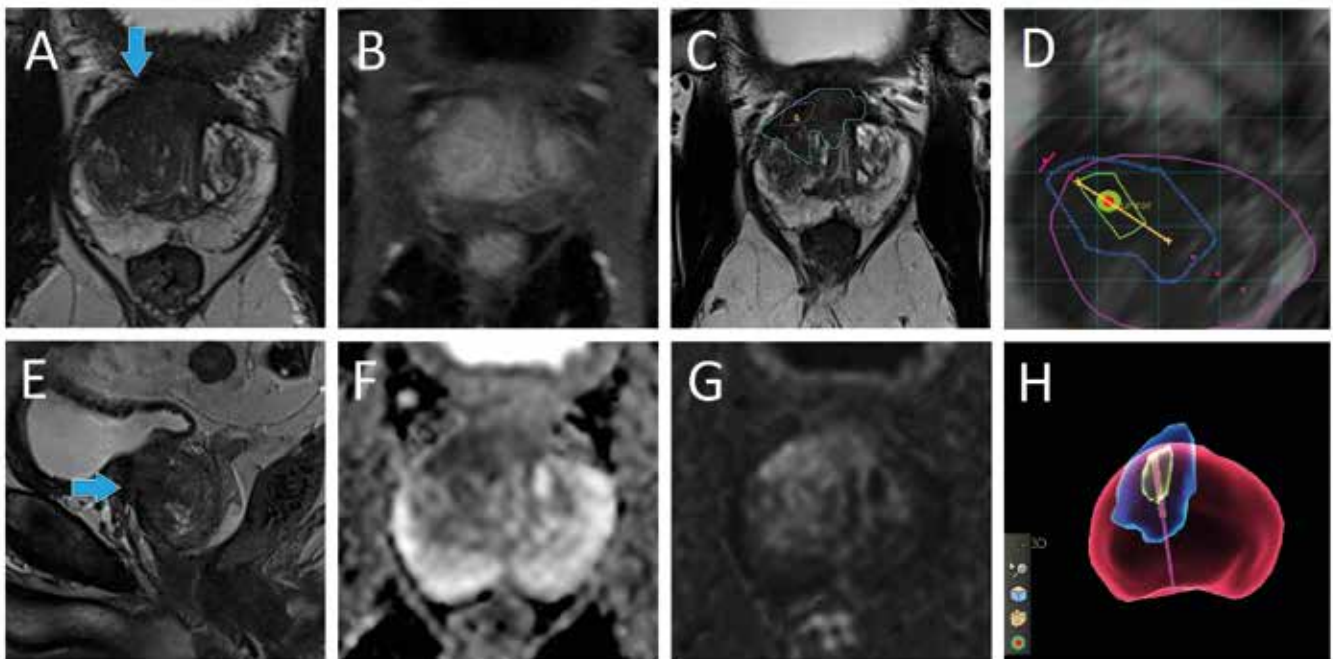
Patient mit über Jahre ansteigendem PSA-Wert auf mittlerweile 11,4 ng/ml. Es erfolgten bereits zwei systematische transrektale Ultraschallbiopsien (TRUS-Biopsie) mit jeweils 12 Stenzen, jedoch beide ohne Karzinomnachweis. A/E (T2w TSE axial und sagittal): Suspektes Areal rechts anterior in der Transitionszone (TZ) und im anterioren Stroma (AS). F/G (ZOOMit axial): Fokale deutliche Diffusionsstörung (Nachweis erhöhter Zelldichte). B (Kontrastmittel-Dynamik): Korrelierende Perfusionssteigerung (atypische Durchblutung). D/H (UroNAV, Philips/Invivo): Gezielte Ultraschall-geführte Biopsie mittels elastischer (mathematisch angeglicher) Fusion der MRT-Daten. Der entnommene gezielte Stanzzyylinder (gelbe Linie) liegt genau im eingezeichneten Zentrum des auffälligen Areals.
